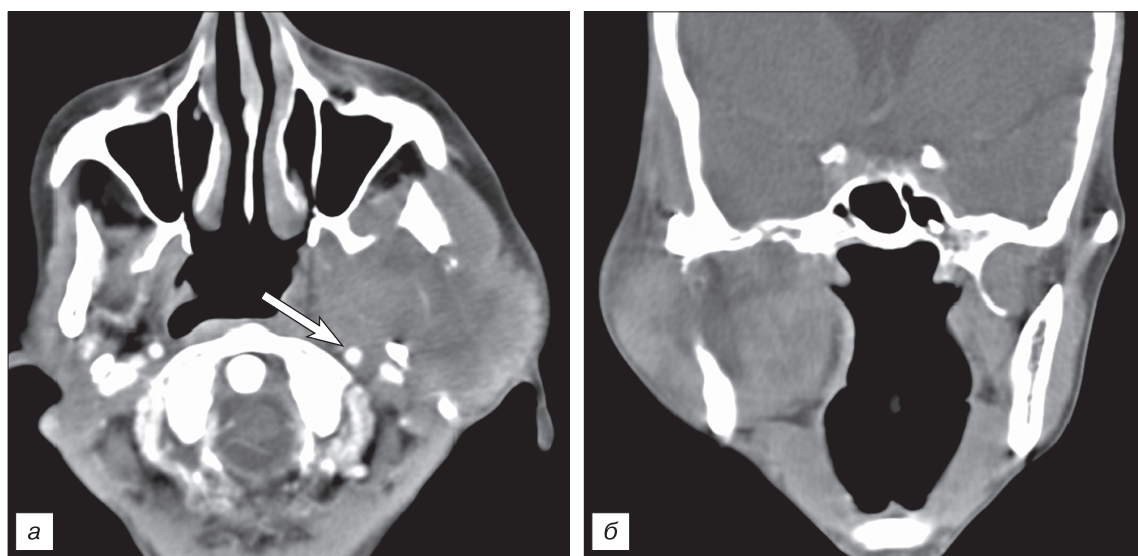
Компьютерная томография с контрастным усилением у больной С., 42 года. Диагноз: аденокарцинома левой околоушной слюнной железы.
